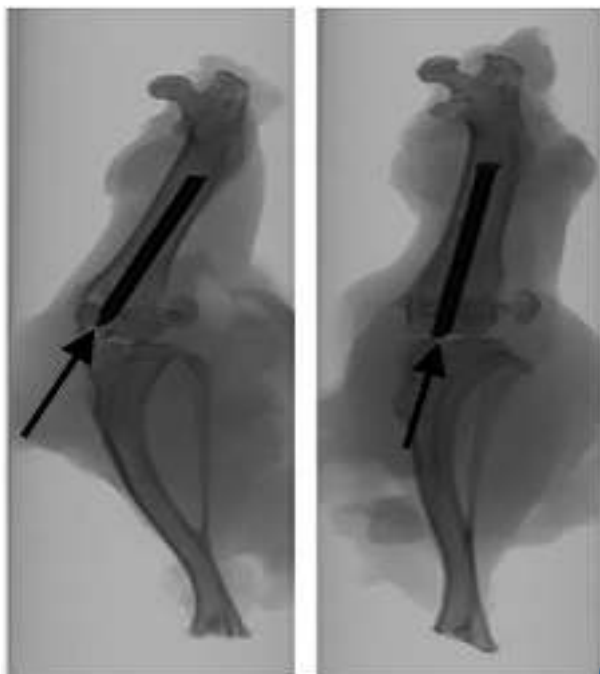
Pictured is an X-ray that shows the placement of the pin within the left femur. The arrow points to the point of insertion.
